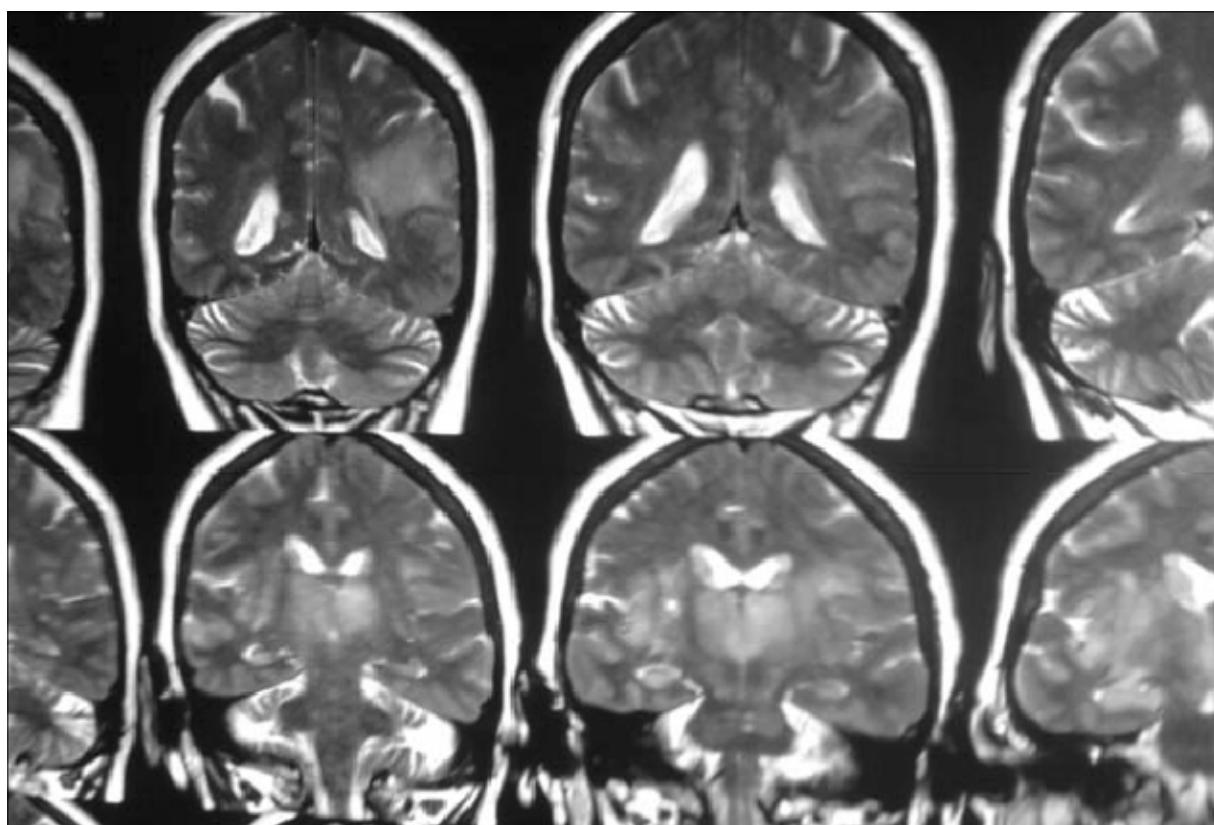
Resonancia magnética.
